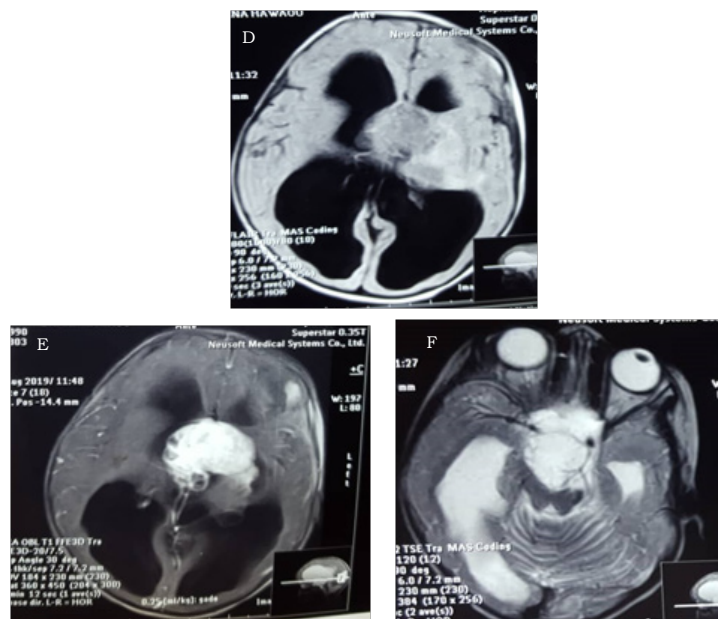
L'IRM : images D, E, F montrent un Craniopharyngiome suprasellaire responsable de l'HTIC et probable compression du chiasma optique/
